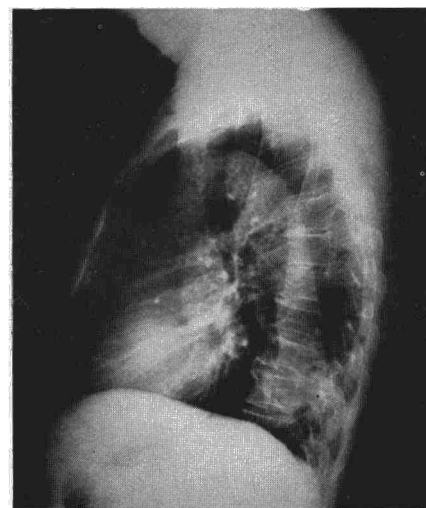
Radiografía lateral de tórax donde se aprecia borramiento de la silueta de aorta descendente e imagen dura pulmonar basal.
